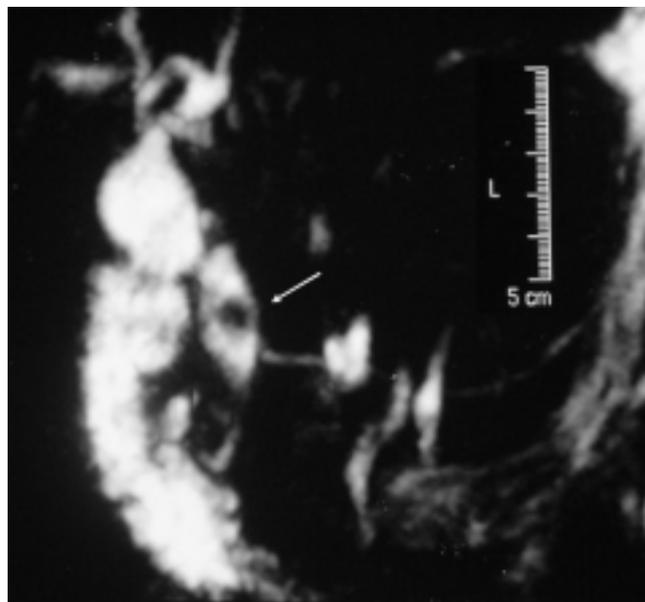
Colangiogramia por ressonância magnética com imagem ovalada de falha de enchimento na projeção do coto distal do colédoco (seta), sugestiva de litíase. Via biliar extra-hepática e coto distal dilatados.
